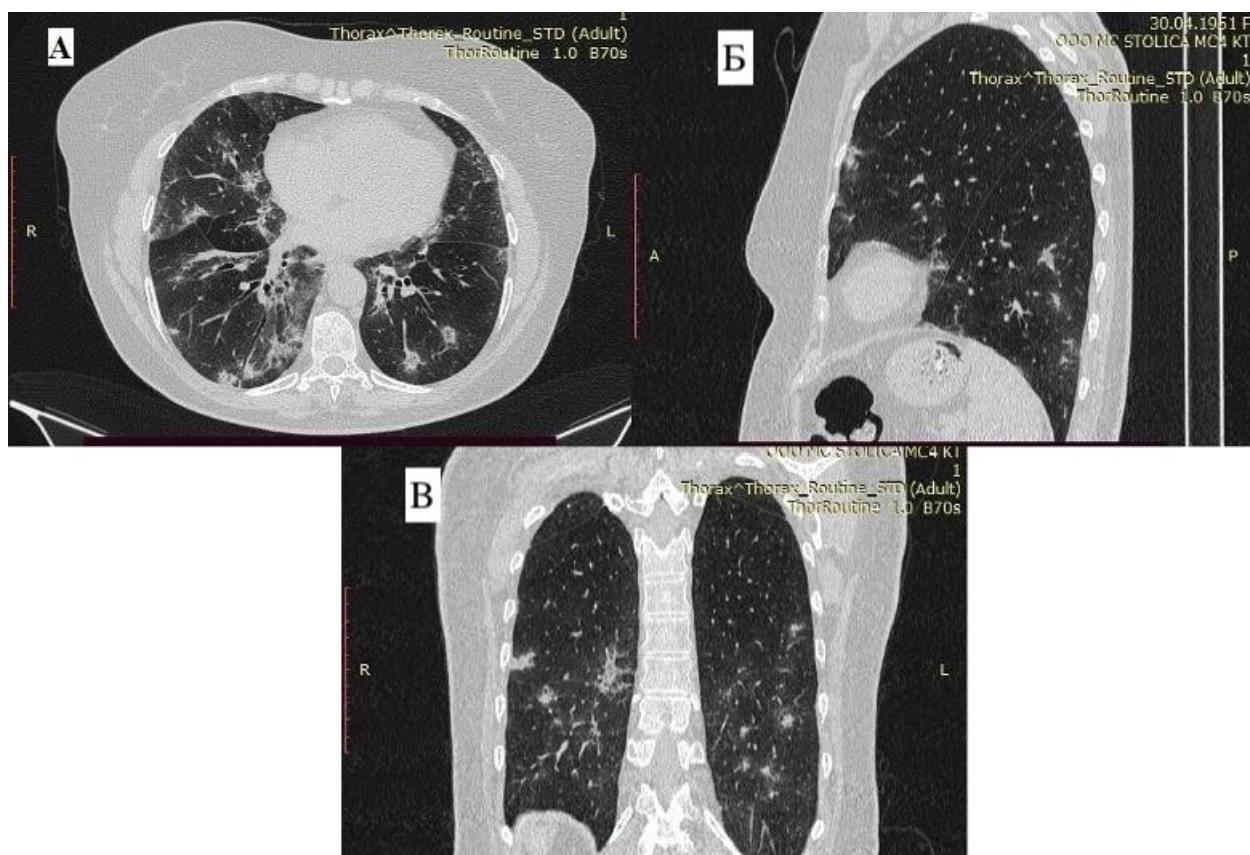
КТ-картина при организуемой пневмонии. А – аксиальный срез, Б – сагиттальный срез, В – фронтальный срез, собственные данные автора
